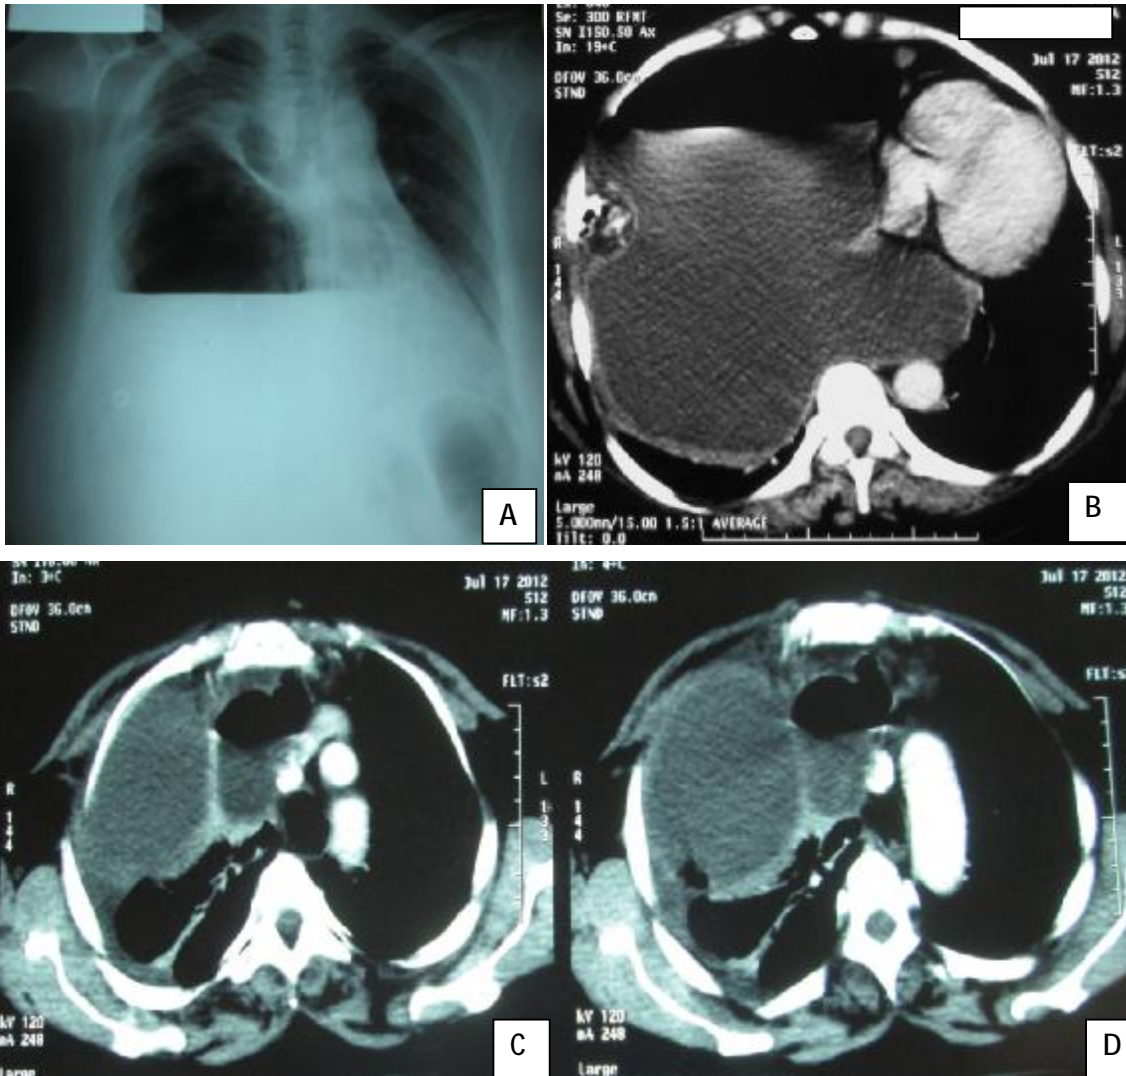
A : Radiographie thoracique de face : Hydro-pneumothorax droit avec refoulement du médiastin vers le coté gauche.
